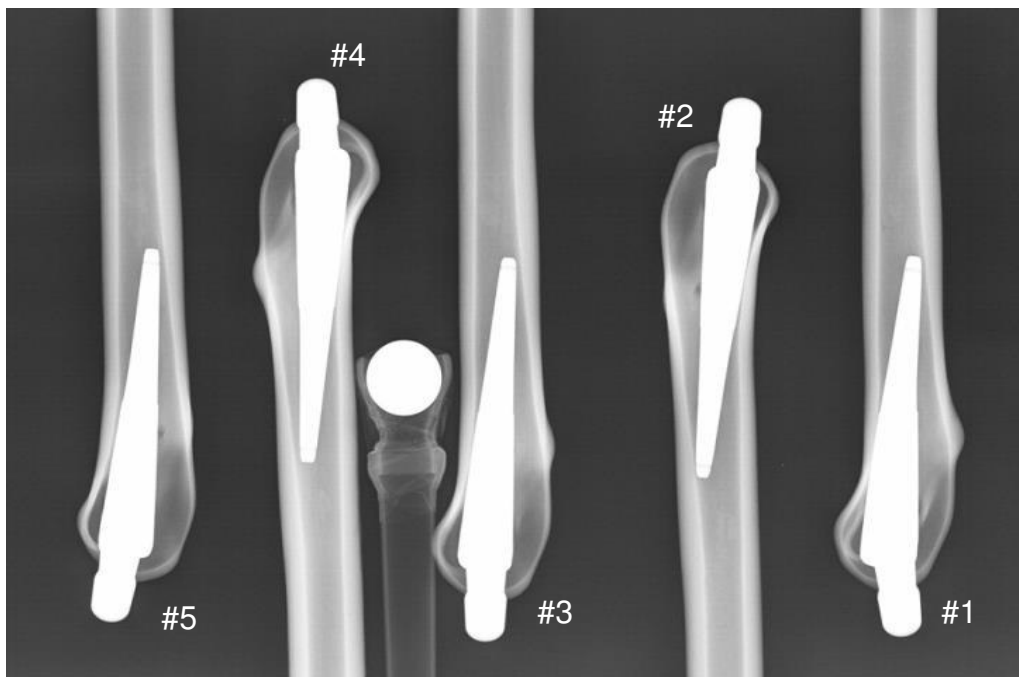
Röntgenbild des AIDA-Kurzschachtsystems in ML-Ansicht bei neutraler Schaftstellung.
